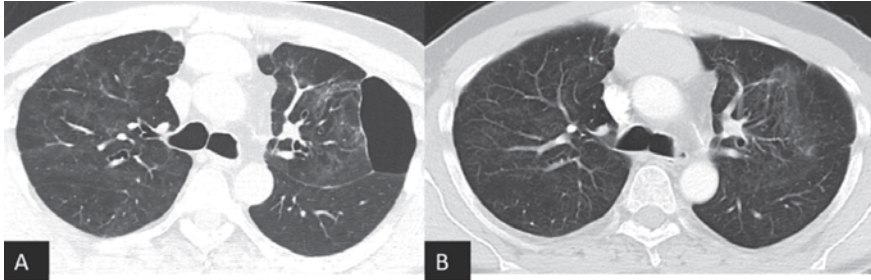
Paciente con desarrollo de neumatocele subpleural en lóbulo superior izquierdo junto con opacidades parcheadas difusas en vidrio deslustrado en relación con neumonía por COVID-19 (A) observando resolución del mismo en tomografía computarizada de control.
